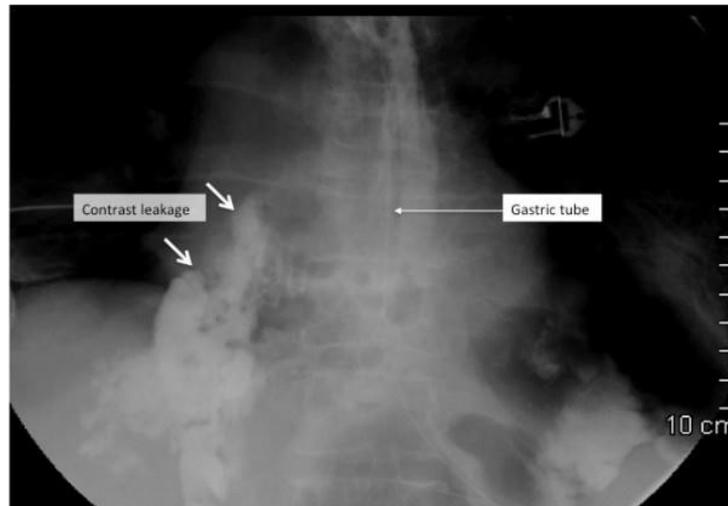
Radiografia de tórax simples de contraste solúvel em água, mostrando vazamento de contraste em paciente com ruptura espontânea do esôfago. Fonte: SØREIDE J, VISTE A., 2011. ¹⁸
